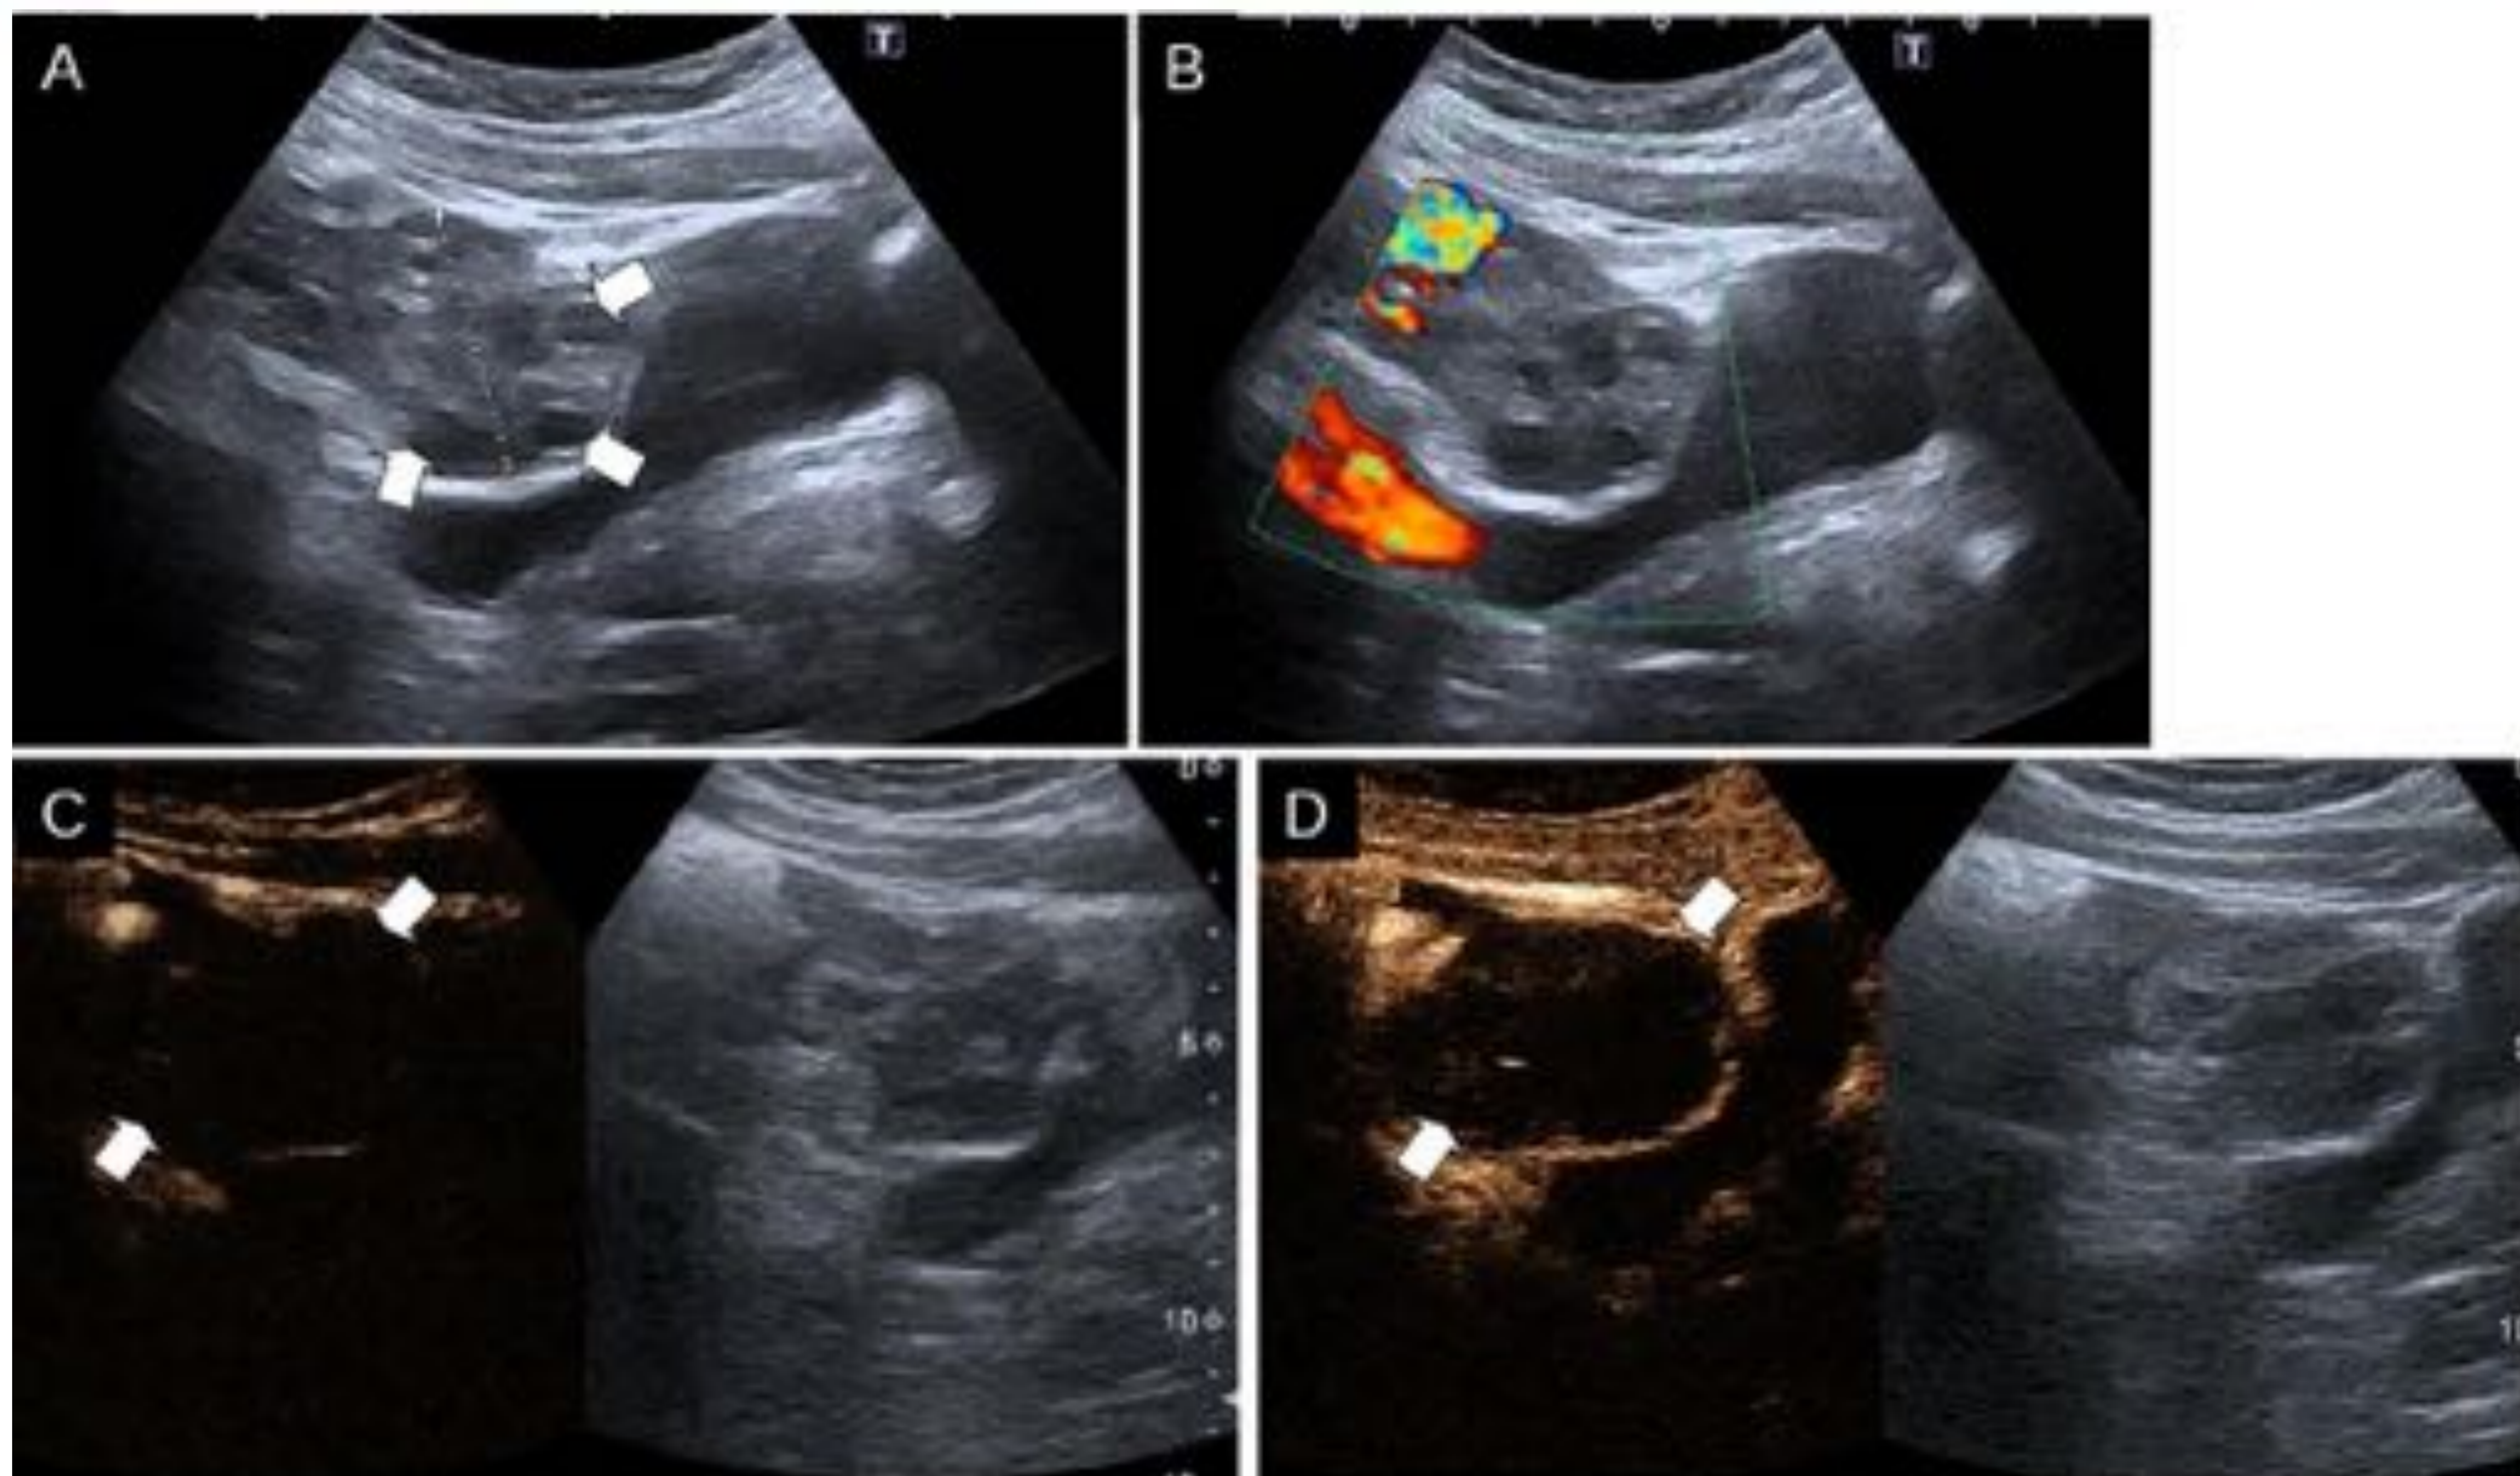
Mujer de 14 años con torsión ovárica derecha. A) Ecografía en modo B. Ovario derecho aumentado de tamaño con folículos periféricos (flechas). B) Ecografía Doppler color. Ausencia de flujo Doppler- C y D) Ecografía con contraste a los 15 seg (C) y a los 40 seg (D) de la inyección. Se aprecia ausencia de realce de todo el ovario (entre flechas). En cirugía se observó torsión de anexo derecho (2 vueltas sobre infundíbulo pélvico) con edema y gran coágulo que afecta a trompa. A la detorsión el ovario derecho recuperó coloración y no se realizó exéresis.
